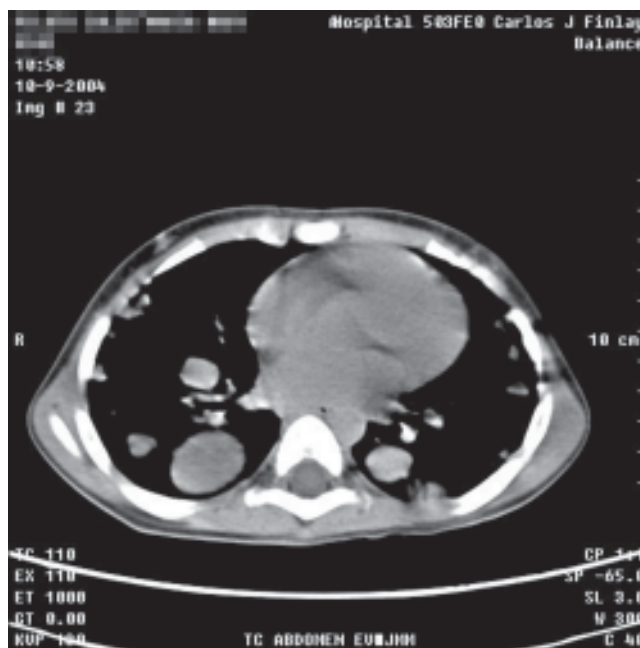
TAC que muestra metástasis pulmonares bilaterales de un hepatoblastoma.
